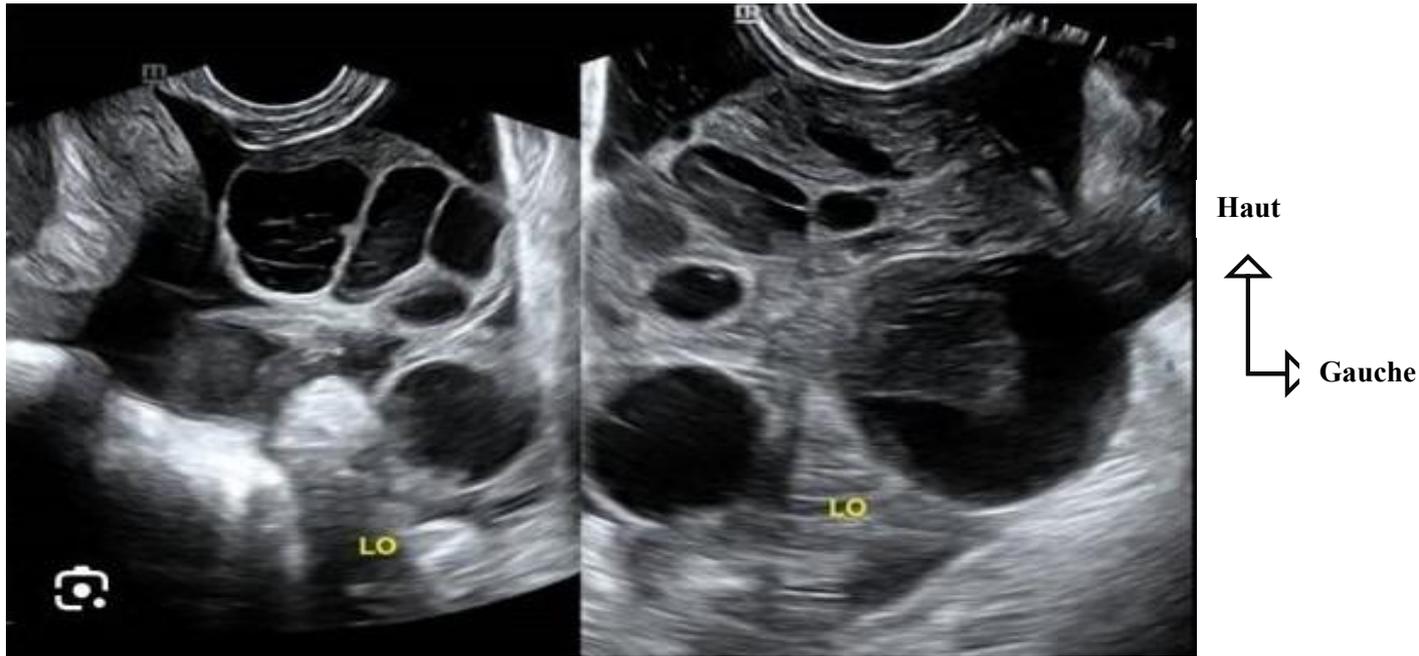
Echographie par voie endovaginale d'une patiente de 25 ans venue pour monitoring folliculaire du 2<sup>ème</sup> des règles chez qui nous trouvés des ovaires poly micro folliculaires avec plus d'une vingtaine de micro-follicules par ovaire à l'échographie du 2ème jour des règles.
